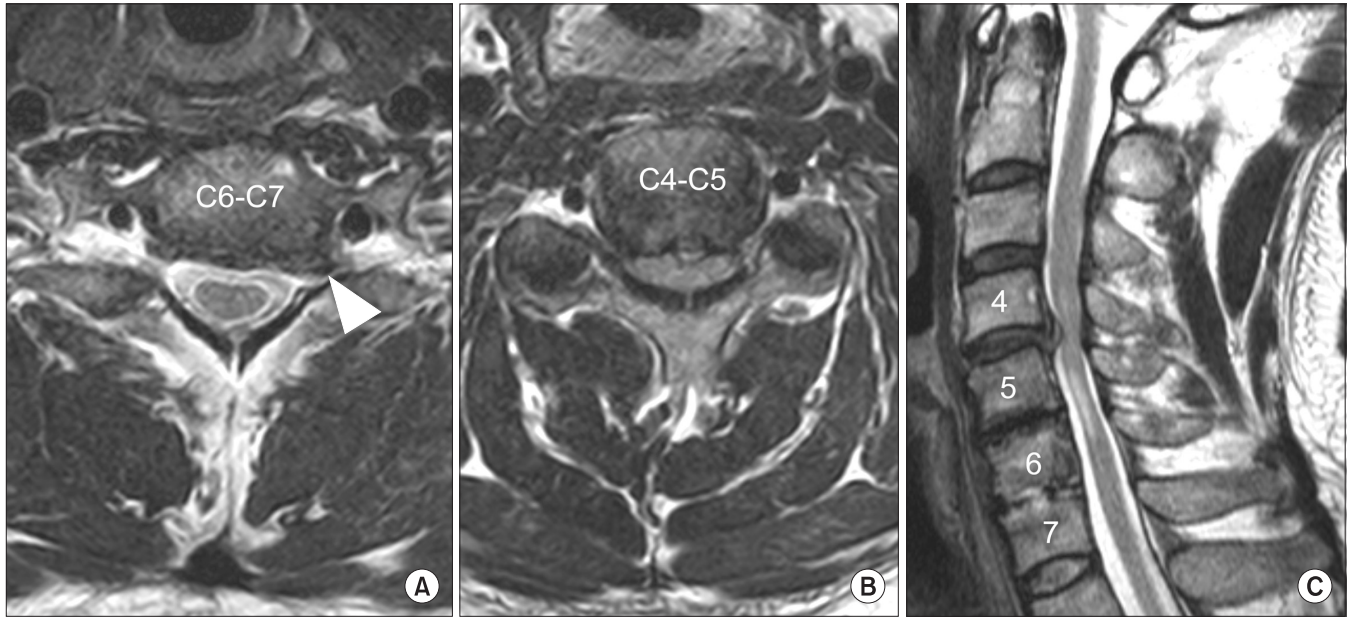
T2-weighted magnetic resonance images show a large foraminal spur (white arrowhead) from the left uncinate process of C7 (A), spinal cord compression between the herniated disc and slightly buckled ligamentum flavum at C4-5 (B, C), and cord signal change at C5-6 (C).
